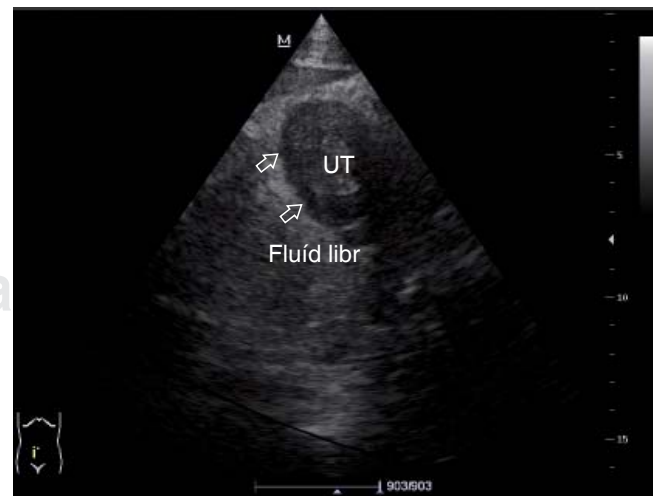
Ultrasonido pélvico, muestra la presencia de líquido libre en espacio de Douglas.
